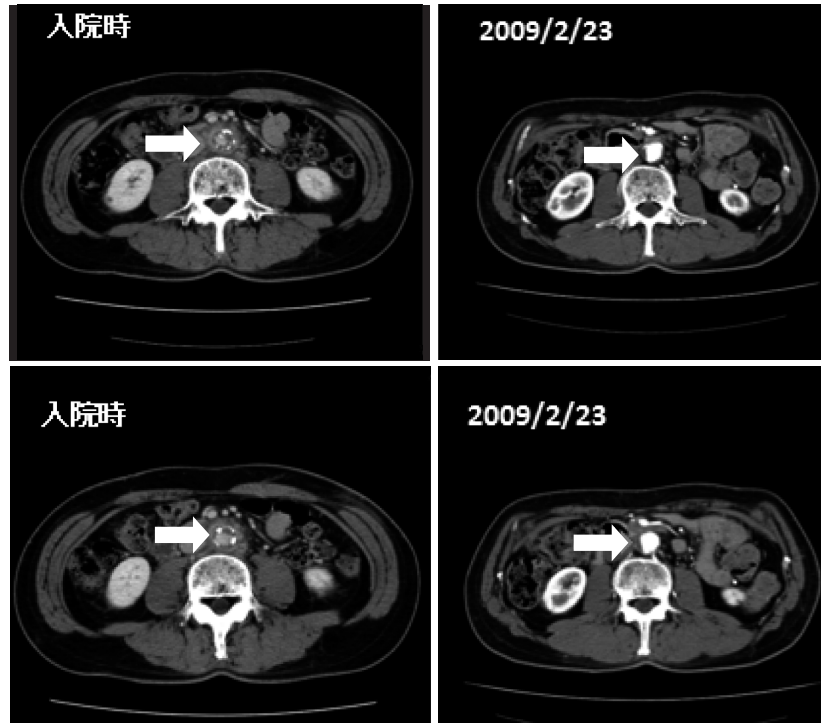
Follow up CT (入院時との比較).
